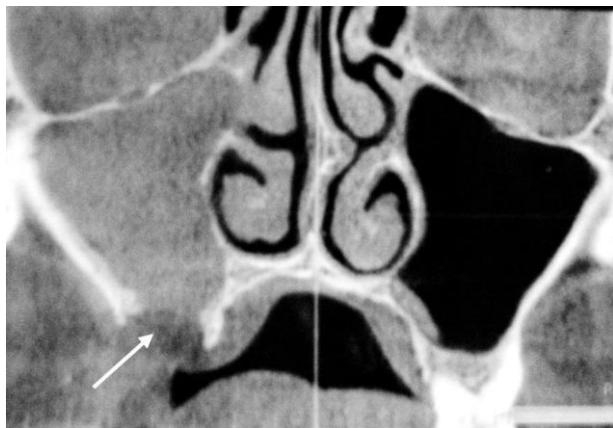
Конусно-лучевая компьютерная томография пациентки 39 лет, госпитализированной в стоматологический стационар по поводу обострения хронического воспаления в правой верхнечелюстной пазухе. Определяется разрушение костной стенки между дном лунки удаленного 1.6 и синусом. Размеры костного дефекта и данные анамнеза указывают на травматическую природу ороантрального сообщения (показано стрелкой).
